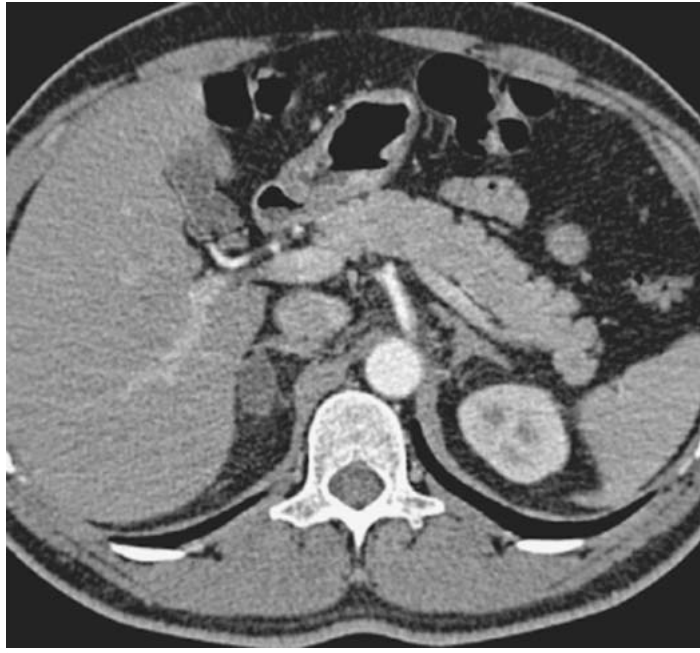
Coupe axiale d'une TDM surrénalienne injectée hypodensité de 13 mm de diamètre homogène à contours réguliers, située au niveau de la surrénale droite, compatible avec un adénome de Conn. La surrénale controlatérale apparaît normale sur ce cliché [63].
